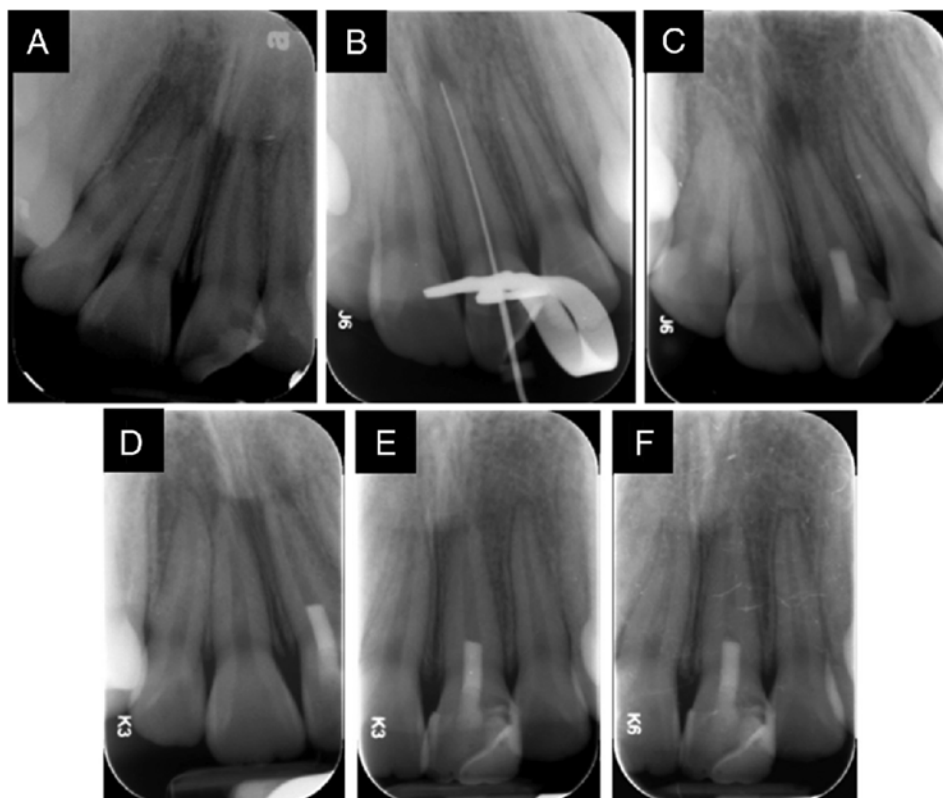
A) Radiografía preoperatoria del diente # 9 con una rarefacción perirradicular alrededor del ápice de la raíz madura. B) Radiografía control de longitud. C) Radiografía postoperatorias a la colocación de MTA y de ionómero de vidrio. (D) Radiografía un mes de seguimiento revela reducción en el tamaño de radiolucidez perirradicular (E) Radiografía cinco meses de seguimiento que muestra la resolución casi completa de radiolucidez periapical F) Radiografía
